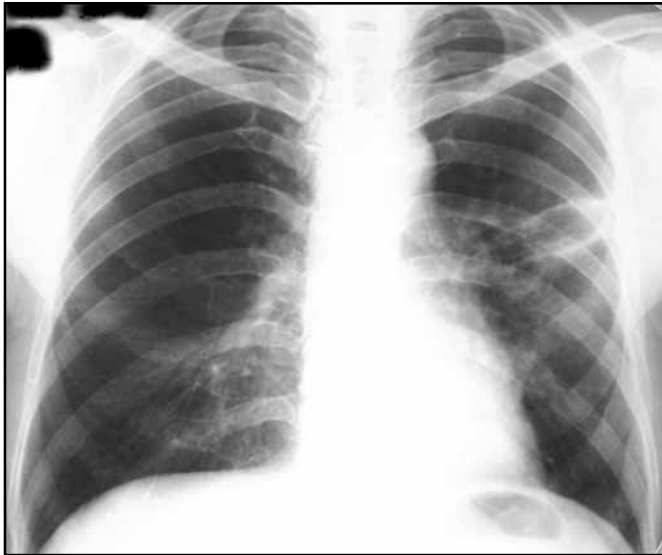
Контрольна оглядова рентгенограма ОГК хворого Х., 41 р., через 1,5 міс. На місці абсцесу сформувалася набута кіста, стінка якої має нерівномірну товщину
